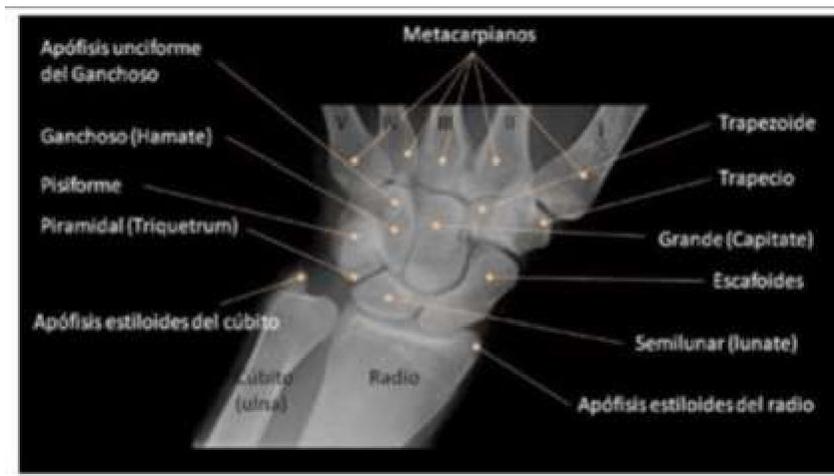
Radiografía de los huesos del carpo González (2016)
